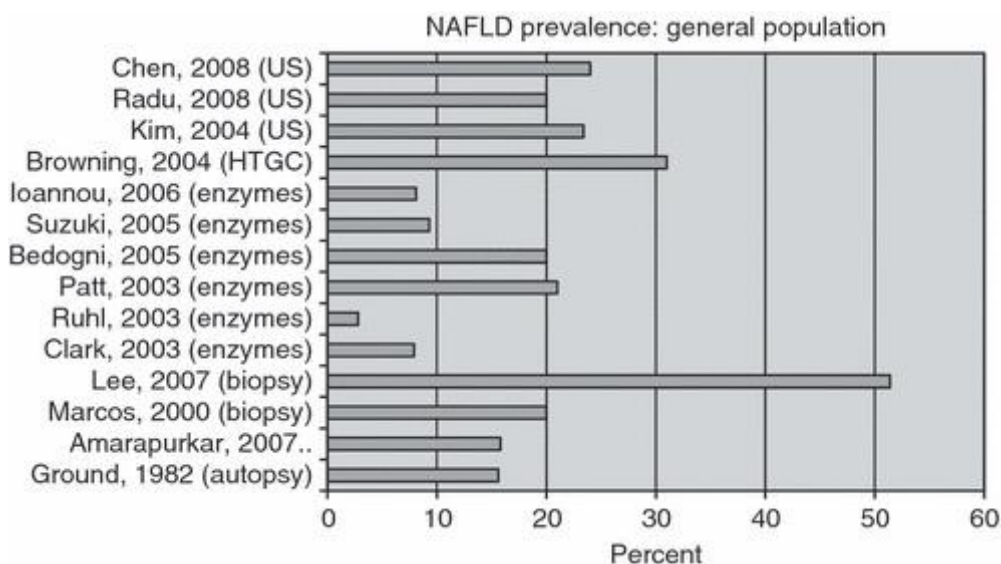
prévalence de la stéatose hépatique selon les techniques diagnostiques: US = échographie, enzymes = transaminases, biopsy = ponction biopsie hépatique, autopsy = analyse autopsique, HTGC= mesure par résonance magnétique du contenu intrahépatique en triglycérides (4)
